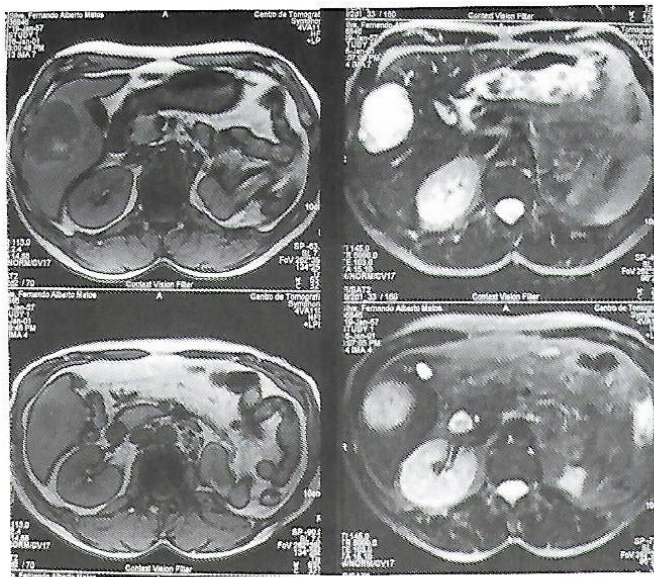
RMN ABDOMINAL – IMAGEM NODULAR NO SEGMENTO VI DO FÍGADO COM SINAL MÉDIO EM T1 E HIPERSINAL EM T2 LIMITADA POR PSEUDOCÁPSULA SUGESTIVA DE LESÃO SECUNDÁRIA.
